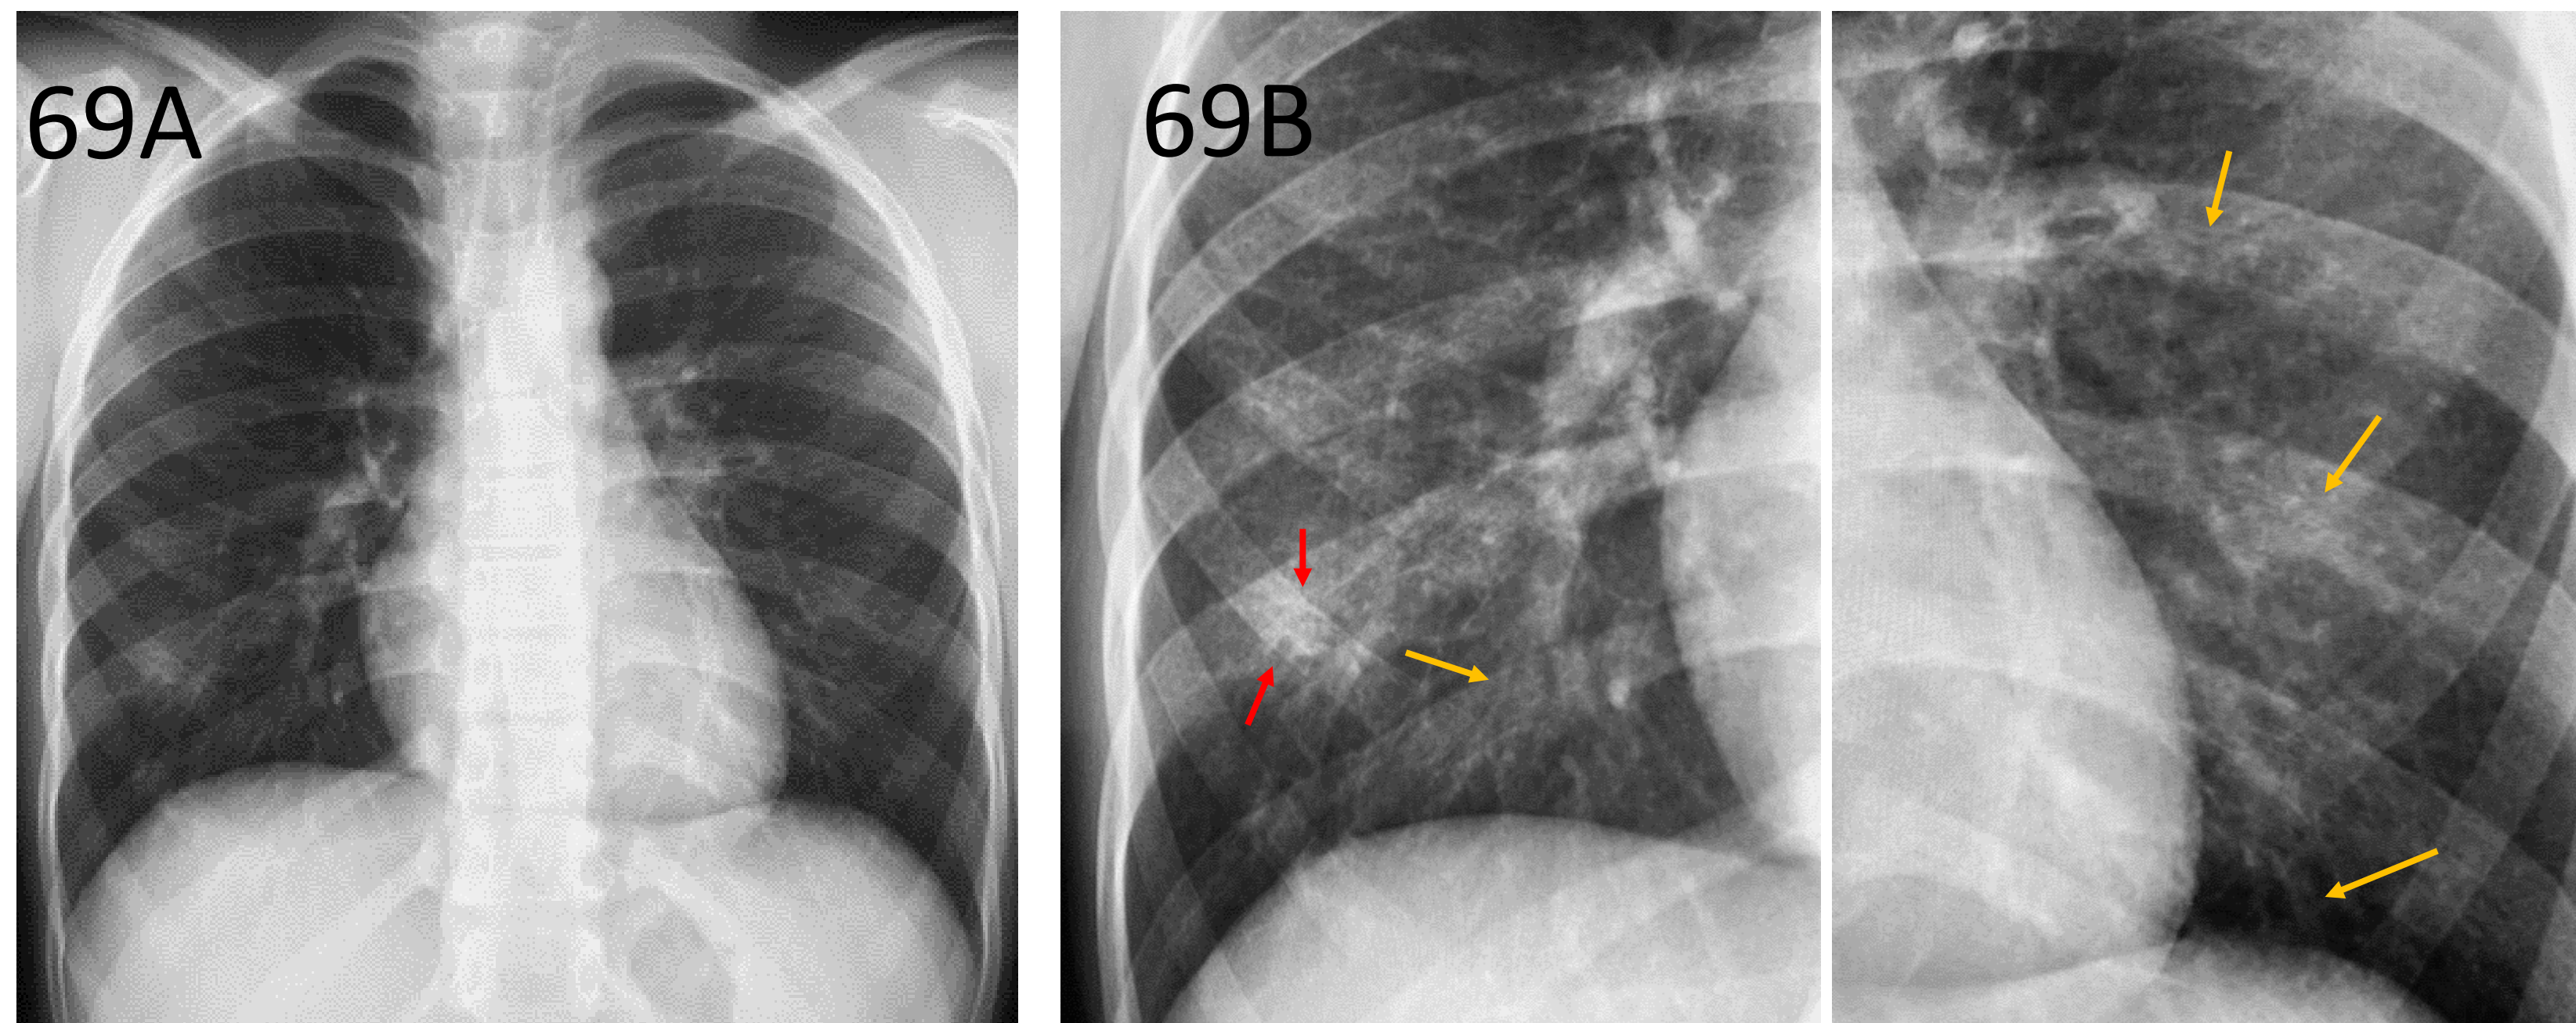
A y B: Niño de 14 años con fiebre y tos. La radiografía de tórax muestra áreas difusas de engrosamientos peribronquiales (flechas y punta de flecha).
